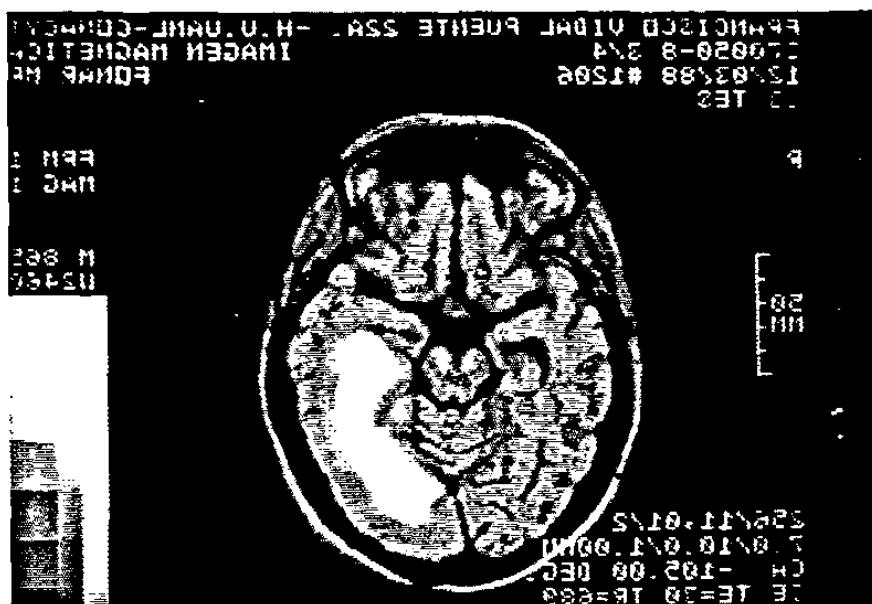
Paciente 6. RMN axial preoperatoria de cráneo en T-1 (TE: 30 ms; TR: 689 ms). Nótese el extenso hematoma intraoccipital izquierdo hiperintenso invadiendo el ventrículo y recargándose sobre el ala izquierda de la cisterna ambiens.
